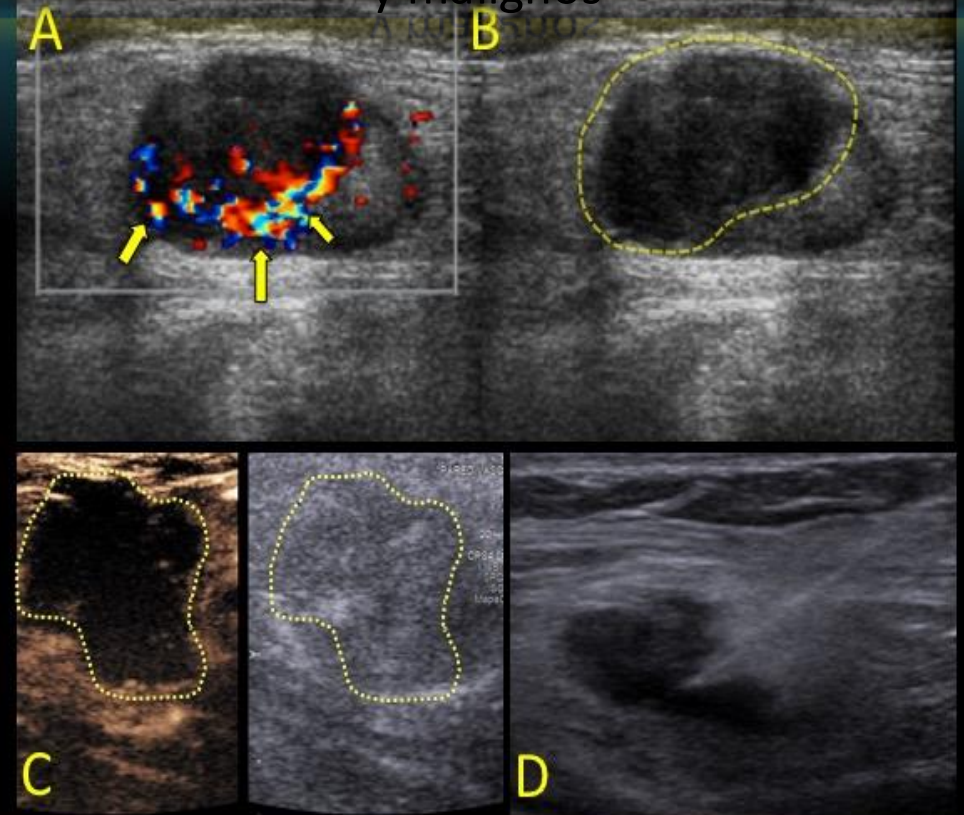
Doppler color (A), US basal (B) y CEUS (C) de ganglio inguinal
